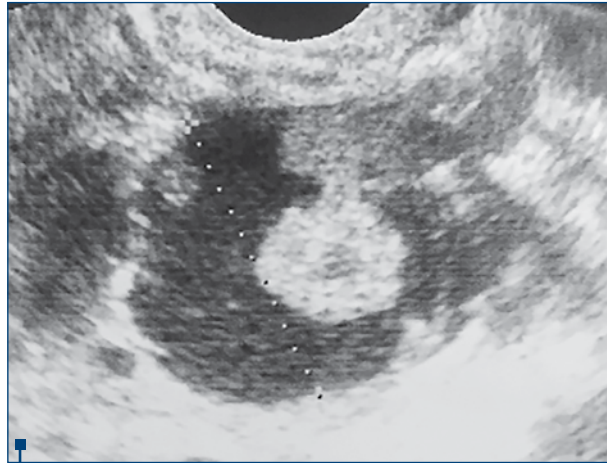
Aspect ecografic staționar al chistului ovarian drept cu vegetații intrachistice
